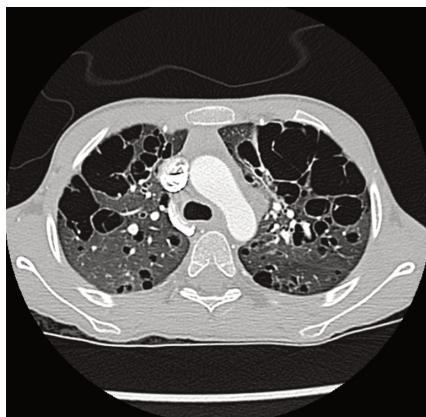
TC torace che mostra multiple lesioni cistiche polmonari di dimensioni e morfologia variabili, prevalentemente confluenti nei lobi inferiori e nei segmenti anteriori dei lobi superiori. Il parenchima polmonare residuo presenta una trasparenza diffusamente ridotta.
